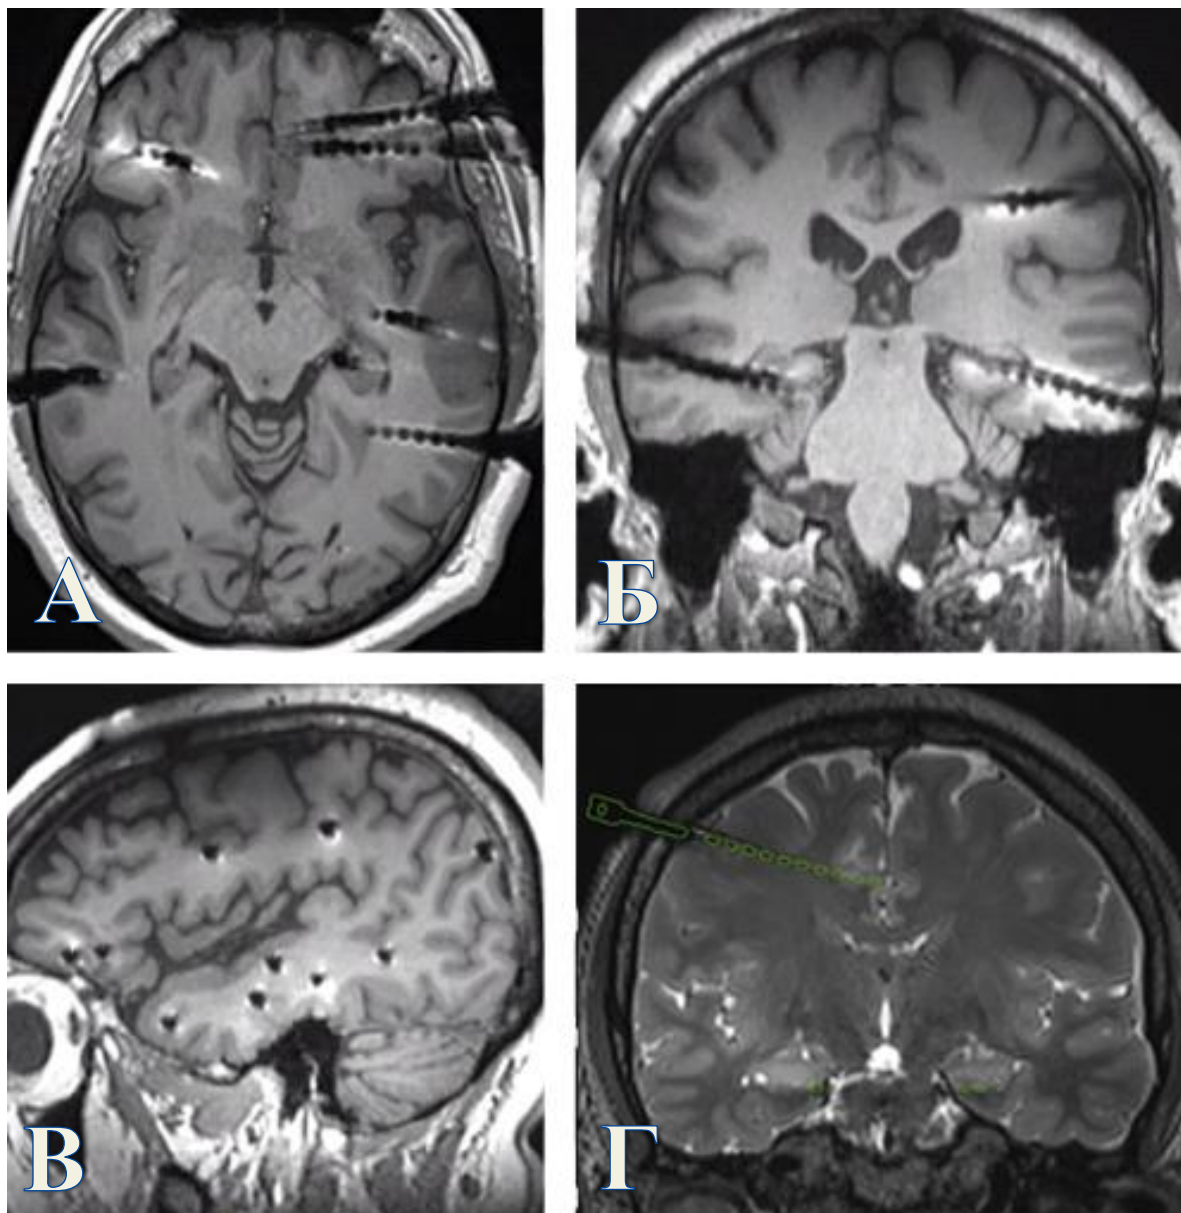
Определение истинного положения электродов на основании: А, Б, В - МРТ головного мозга в аксиальной, коронарной и сагиттальной проекциях соответственно. Г – совмещение КТ и МРТ изображений головного мозга во фронтальной проекции после имплантации электродов
